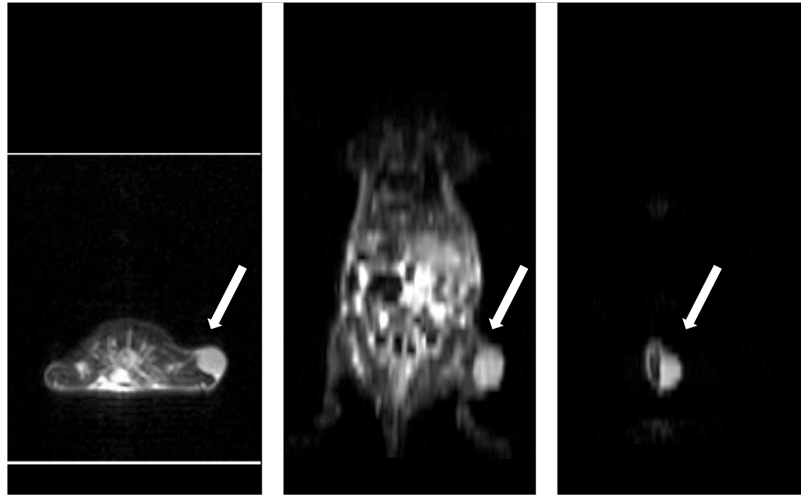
MRT einer EMT6-tragenden Swiss nu/nu-Maus im transversalen, coronalen und sagittalen Schnitt. In den T₂-gewichteten Aufnahmen ist der Tumor am rechten Hinterlauf gut vom umgebenden stark hyperintensiven Unterhautfettgewebe sowie der anliegenden hypointensen Muskulatur abzugrenzen. Flüssiger Darminhalt stellte sich in der T₂-Wichtung hyperintens, luftgefüllte Darmschlingen dagegen hypointens dar.
